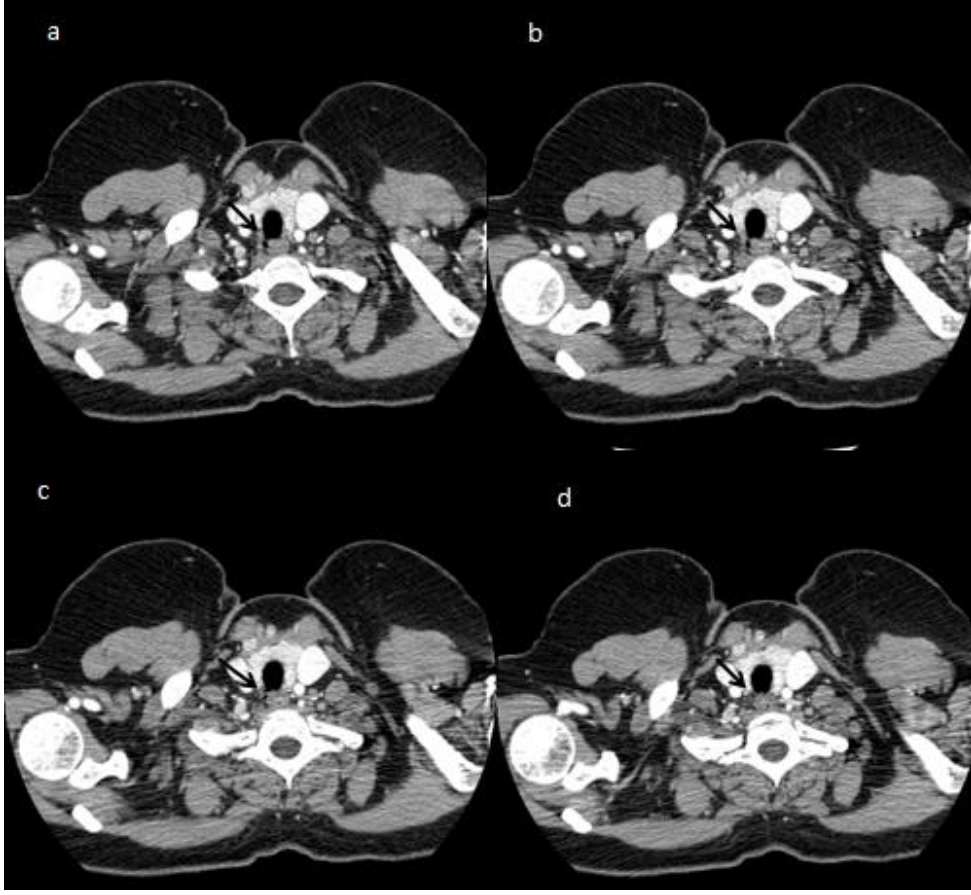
PAAC grafisinde sağ paratrakeal kist (siyah ok) görülüyor
